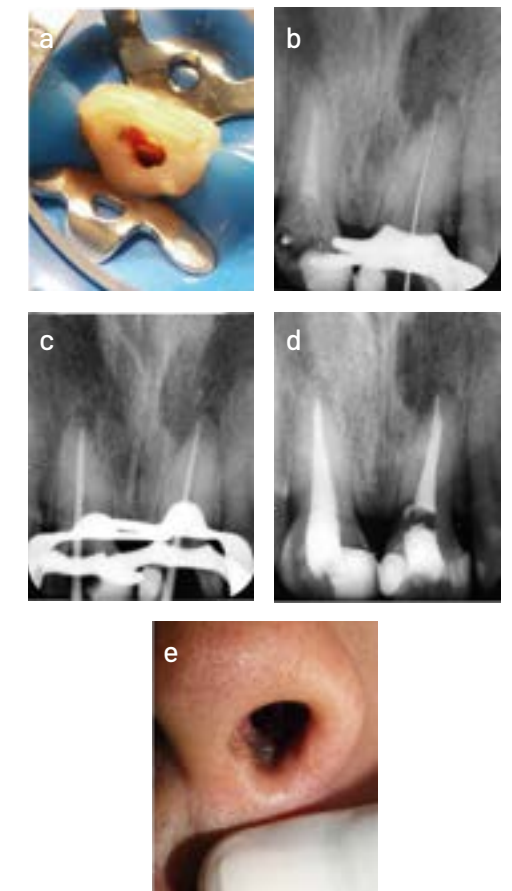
Fases del tratamiento endodóntico no quirúrgico. (a) Acceso cameral en la pieza 21. (b) Radiografía de conductometría. (c) Radiografía de conometría. (d) Radiografía de obturación. (e) Costra residual en el tracto sinusal oronasal a las dos semanas.
